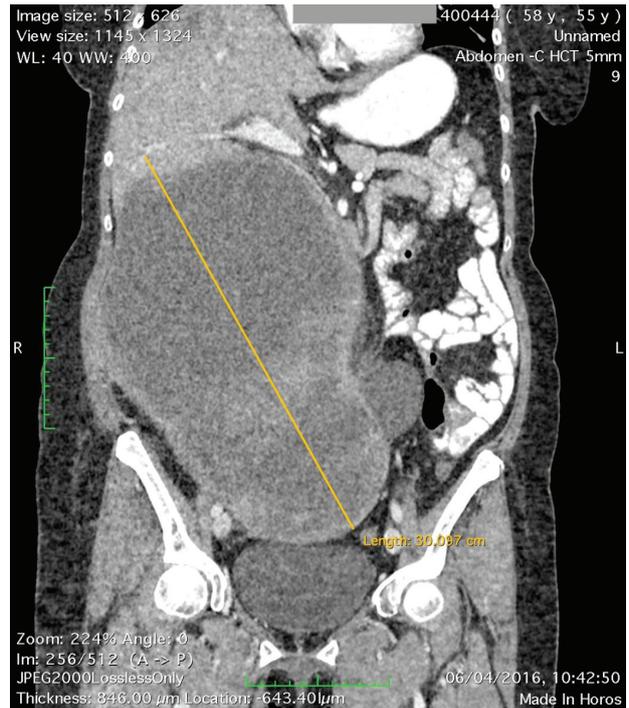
CT 04/06/2016 - "Below the distal edge of the liver there is a tumor measuring 300x232x193mm inhomogeneous structure, adjacent to the vascular bundle, narrowing the lumen of the inferior vena cava, shifts the loops of the intestine laterally to the left. Right ureterohydronephrosis. Gallbladder with stones up to 18x12 mm. Ovoid shaped neoplasms in the area of the postoperative scar of the anterior abdominal wall, homogeneous structure, size 42x34x30mm"
